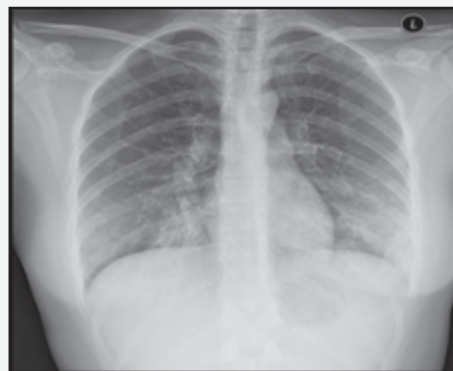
Рентгенограмма органов грудной клетки показывает двустороннее пятнистое несегментарное снижение прозрачности (помутнение), свидетельствующее в большей степени об атипичной пневмонии. Учитывая возраст пациентки (23 года) и рентгенологические проявления, хламидиоз и микоплазма являются вероятными возбудителями. ПЦР-анализ ДНК мазка из носа был положительным в отношении микоплазменной пневмонии, что коррелировало с результатами визуализации
